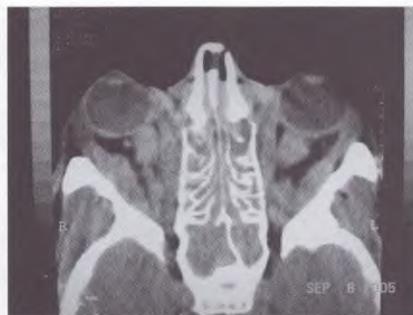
Tomografía computada. Notable exoftalmos bilateral, engrosamiento muscular bilateral difuso, agrandamiento de las glándulas lagrimales y ocupación de senos paranasales.
